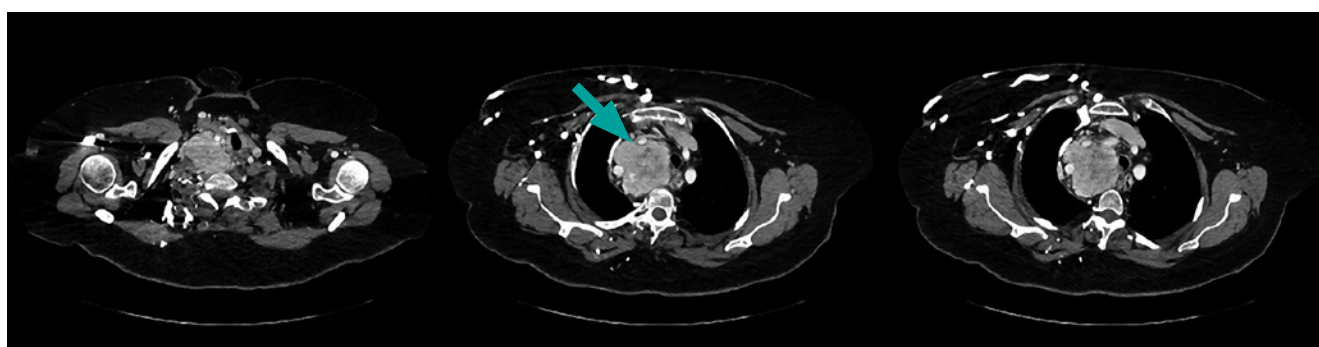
КТ шеи до операции, аксиальный срез. Стрелками указана предполагаемый загрудинный зоб.
